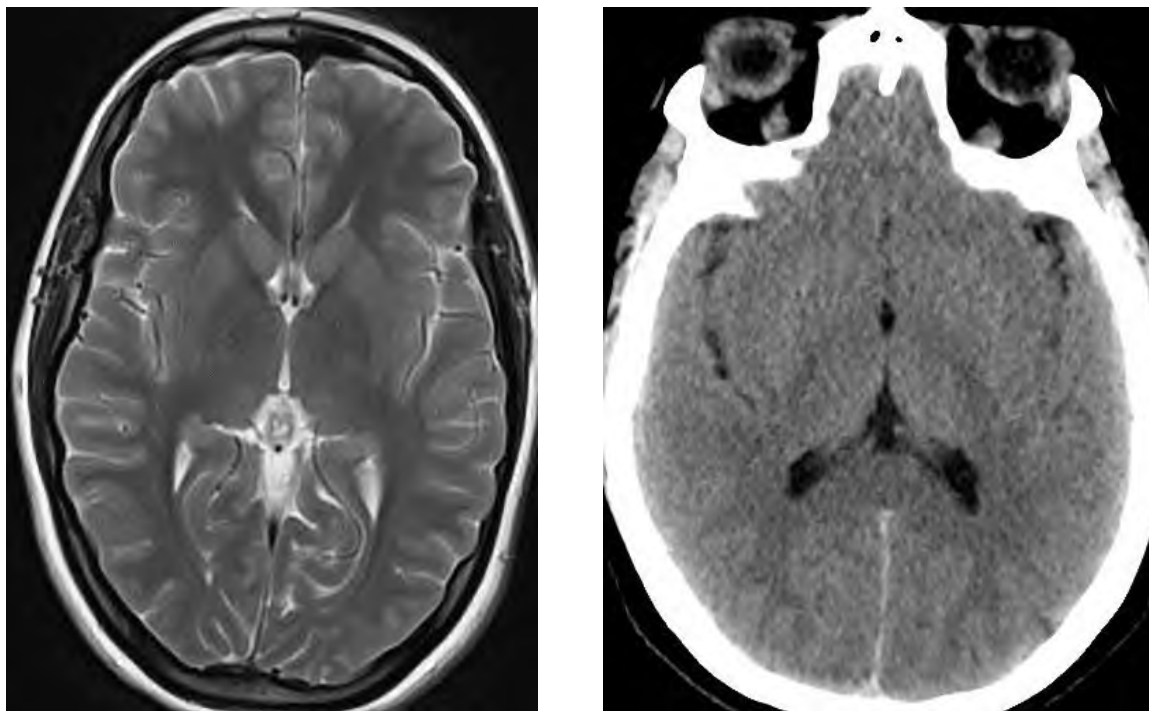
МРТ (слева) и КТ (справа) головного мозга пациентки с идиопатической внутричерепной гипертензией (<https://radiopaedia.org/>).
